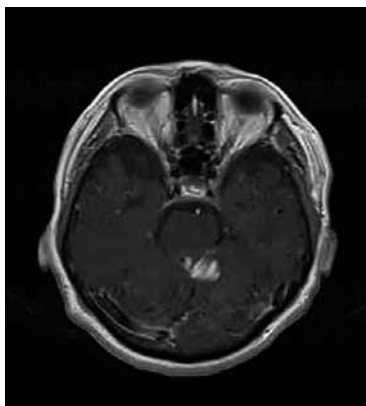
MRI mozku, T1 vážený obraz, postkontrastně axiálně. Barvící se gliom vyššího stupně v tekto
